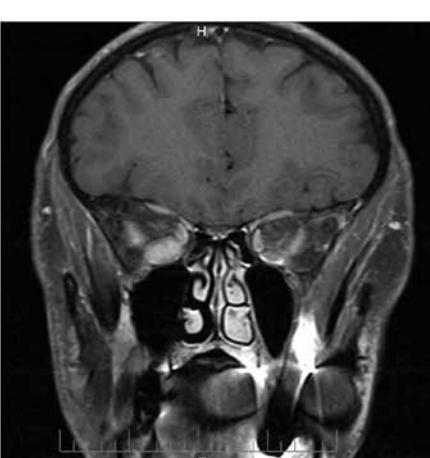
МРТ с контрастированием
